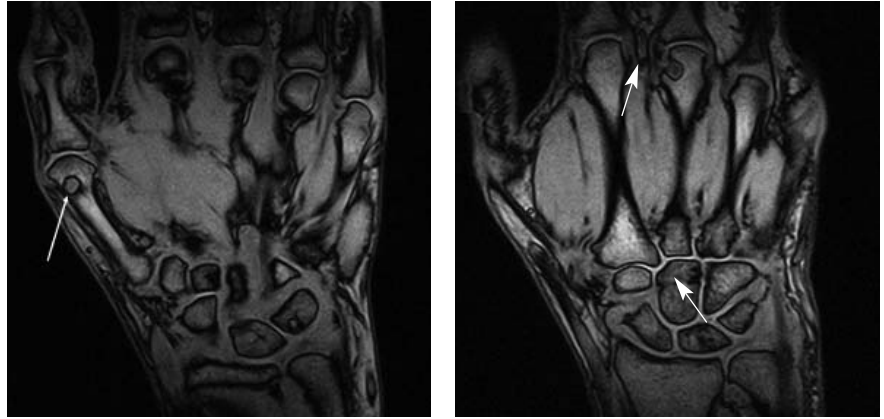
МРТ левой кисти: эрозия головок I и III пястных костей и головчатой кости (стрелки), тендовагиниты сгибателей пальцев
